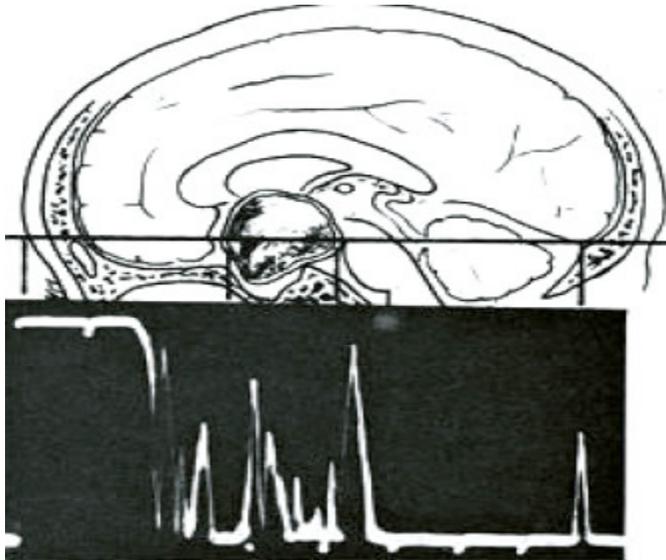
Imagen esquemática y su representación de ultrasonografía Modo A para la localización de tumores cerebrales.
